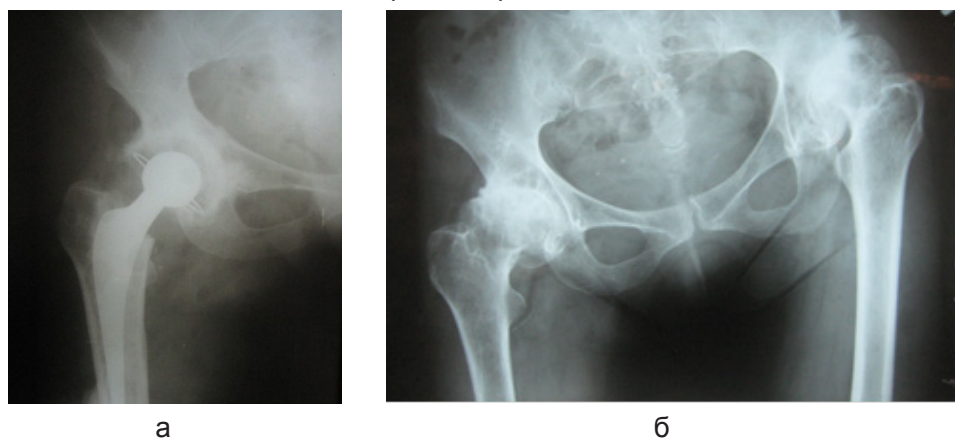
Больная А., 52 лет, диагноз: двусторонний диспластический коксартрозом II степени; обзорная рентгенограмма костей таза в прямой проекции: а - до операции, б - после тотального замещения тазобедренного сустава имплантатом фирмы Tiran гибридной фиксации
